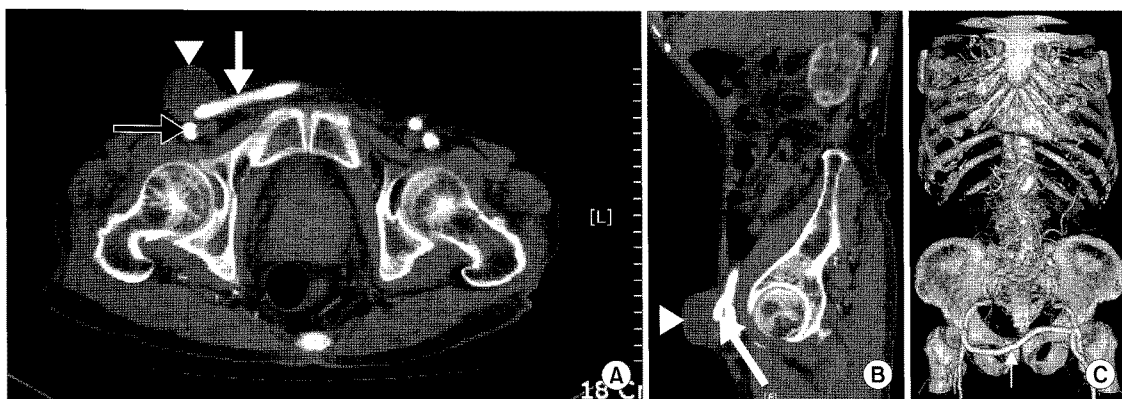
(A) Preoperative CT with enhancement. (B) Sagittal preoperative CT with enhancement. (C) Preoperative 3D-CT angio view. White arrow head indicates pseudoaneurysm, white arrow indicates extraanatomic bypass graft and black arrow indicates native femoral artery.
